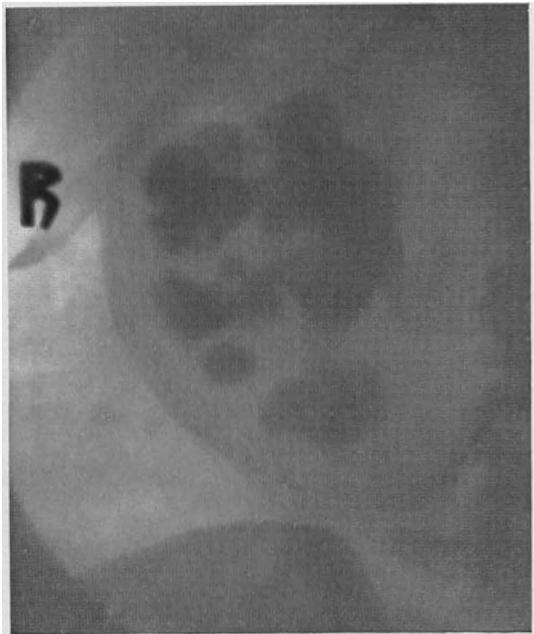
Röntgenbild, Korallen- oder Gekörntenstein.
